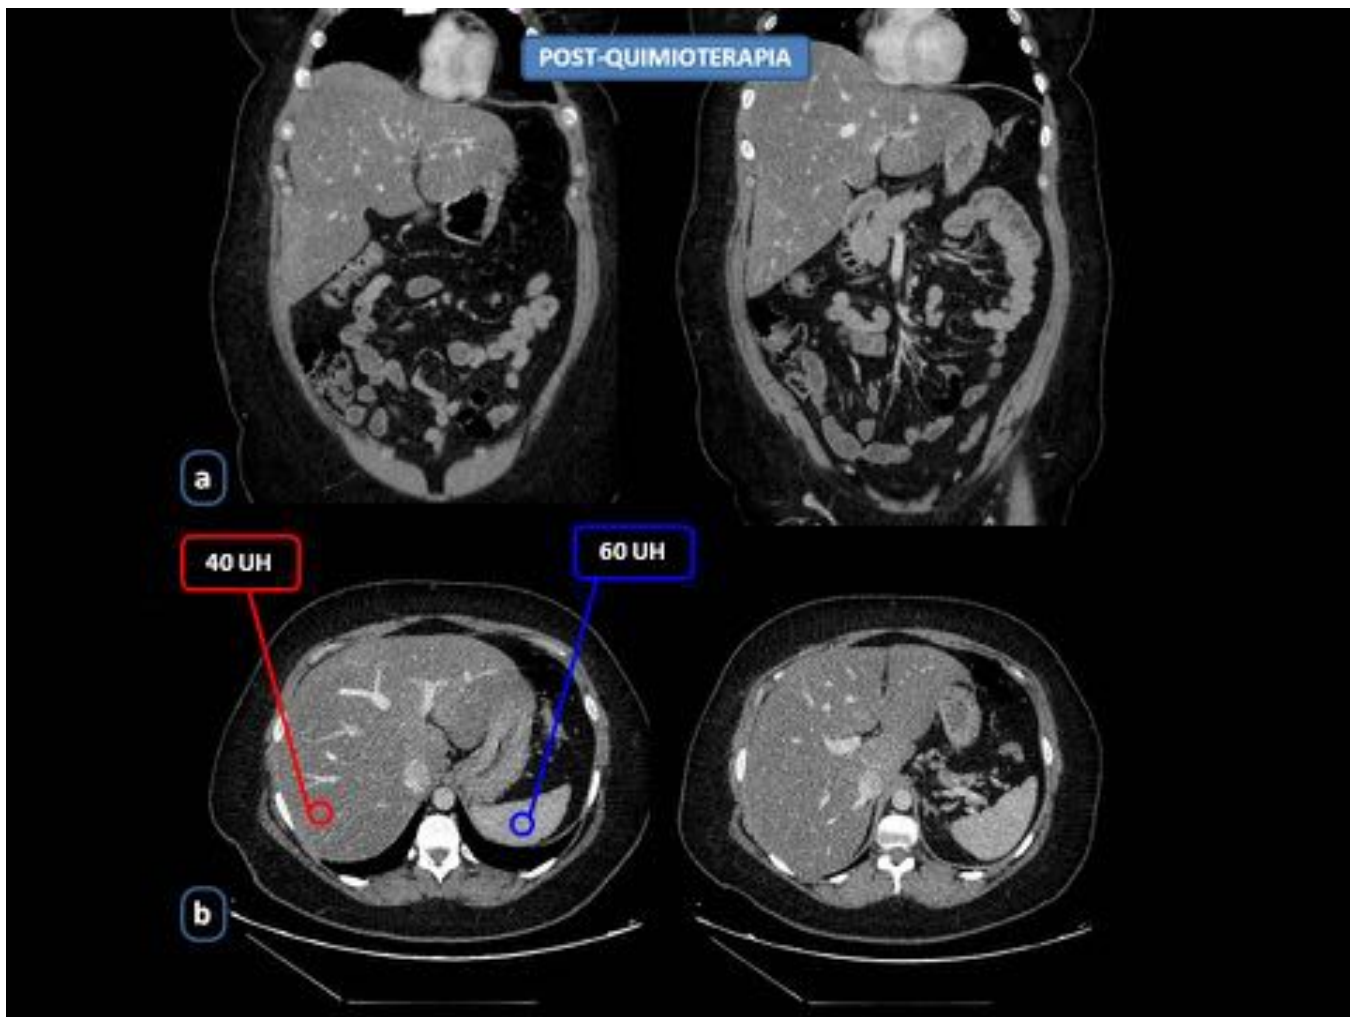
FIGURA 3. RECONSTRUCCIONES CORONALES (a) y CORTES AXIALES (b) DE CT ABDOMINAL DONDE SE EVIDENCIA MARCADA HIPODENSIDAD DIFUSA DEL PARENQUIMA HEPATICO (40 UH) EN COMPARACION CON EL BAZO (60UH). HALLAZGOS QUE SUGESTIVOS DE ESTEATOSIS HEPATICA DIFUSA EN PACIENTE CON TRATAMIENTO QUIMIOTERAPICO POR NEOPLASIA DE MAMA.
